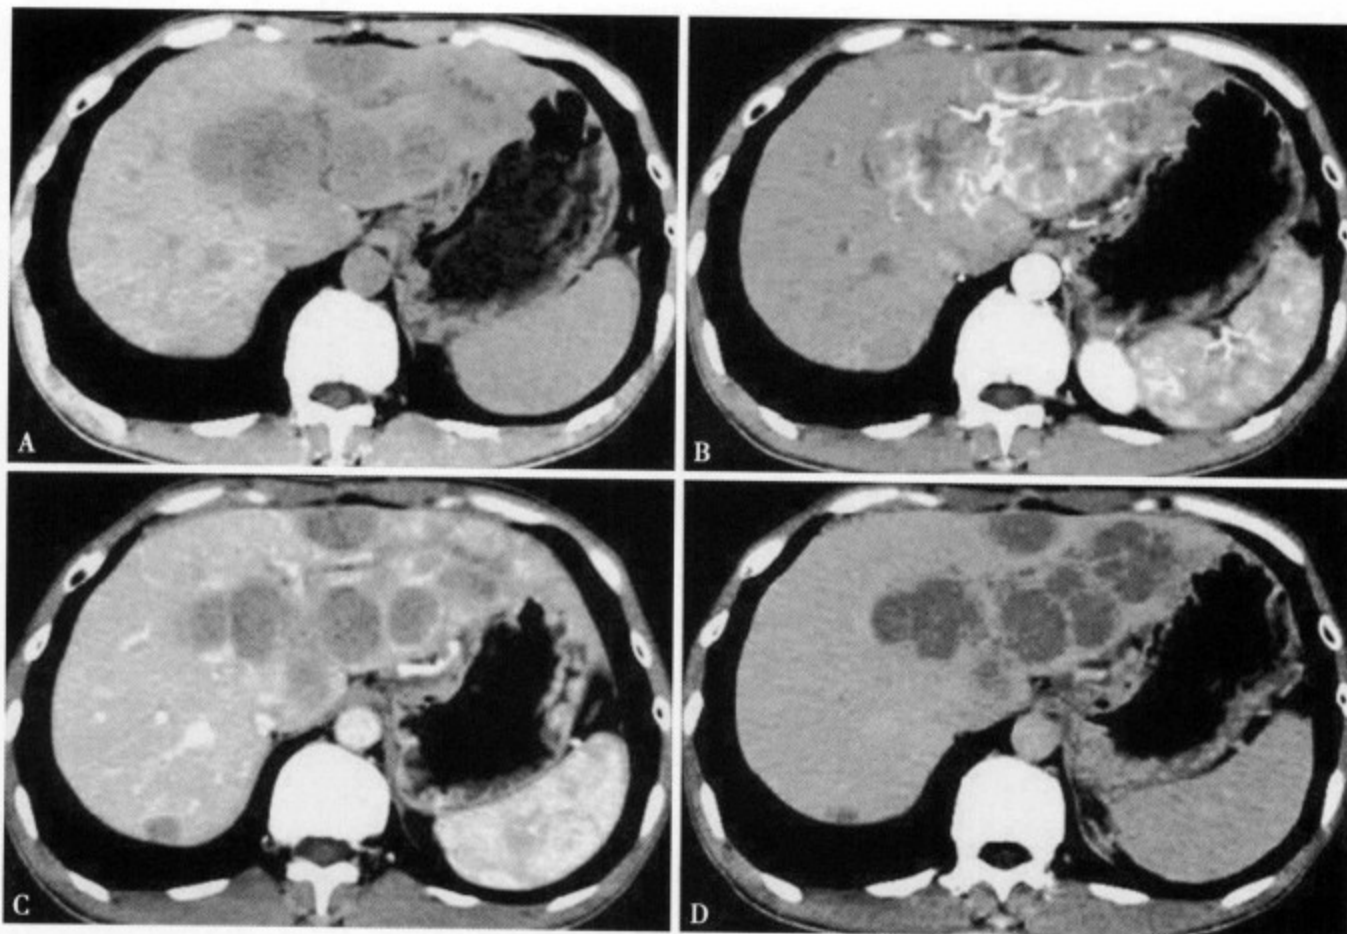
男, 37 岁, 反复左上腹疼痛, 腹泻 20 天, 确诊为胰腺癌, 肝转移。CT 平扫肝左右叶见多发圆形低密度影, 增强扫描动脉期病灶呈明显环形强化, 门静脉期和延迟期病灶呈低密度, 以门静脉期显示更清晰
